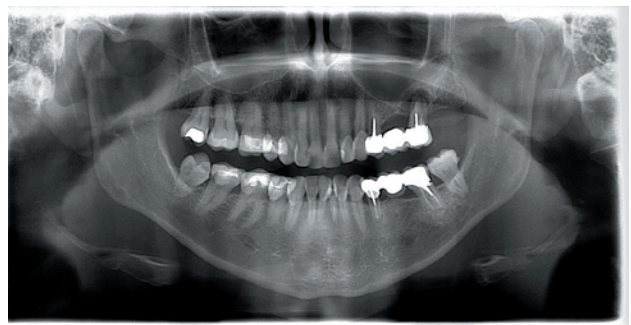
Radiografía panorámica de diagnóstico donde se puede apreciar la lesión apical del 2.6.
